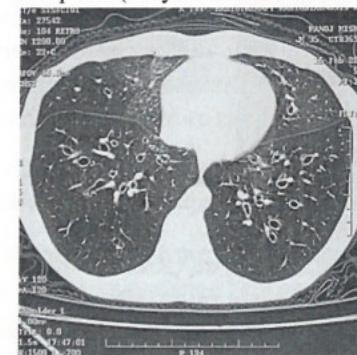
Бронхоэкститическая болезнь.(компьютерная томография).
